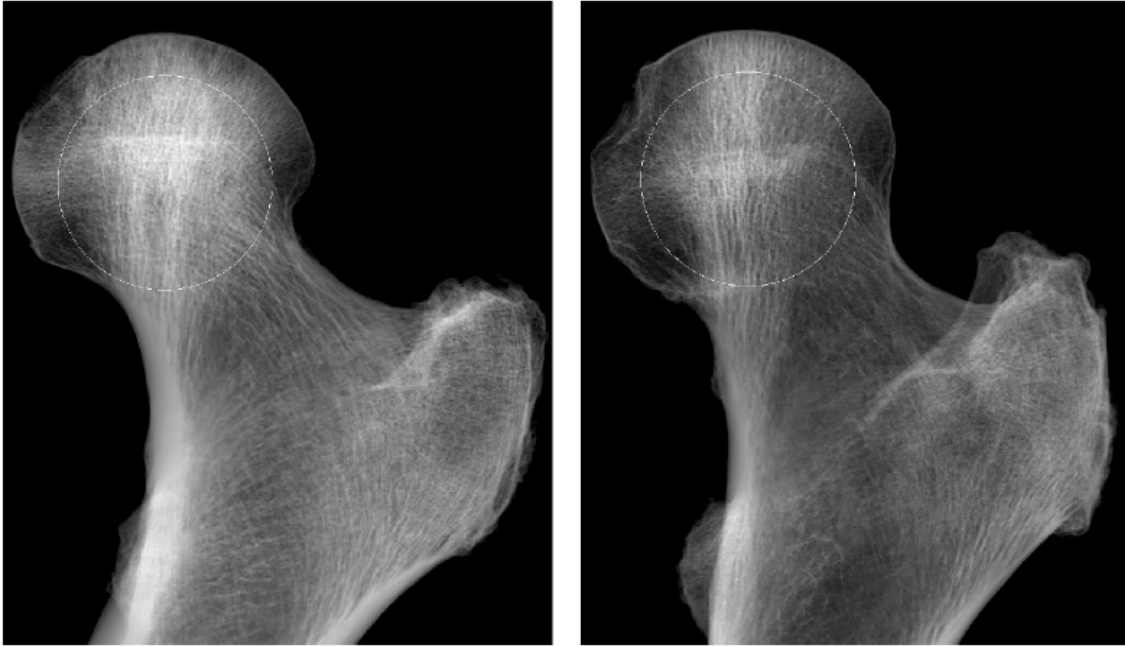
Radiografías simuladas de los modelos de elemento finito del fémur (A) normal y (B) osteoporótico. La escala de grises representa la densidad en cada pixel de la imagen de proyección. La misma escala fue usada para ambas imágenes. Los círculos dibujados en las cabezas femorales indican la dimensión del volumen de interés (VOI) de cada cabeza femoral. (VOI: Esfera de 16 mm de radio, que comprende la mayor cantidad de hueso trabecular en la cabeza femoral). (Imagen referida de: Van Rietbergen B, Huiskes R, Eckstein F, Rügsegger P. Trabecular Bone Tissue Strains in the Healthy and osteoporotic Human Femur). J Bone Miner Res 2003; 18: 1781-1788).
